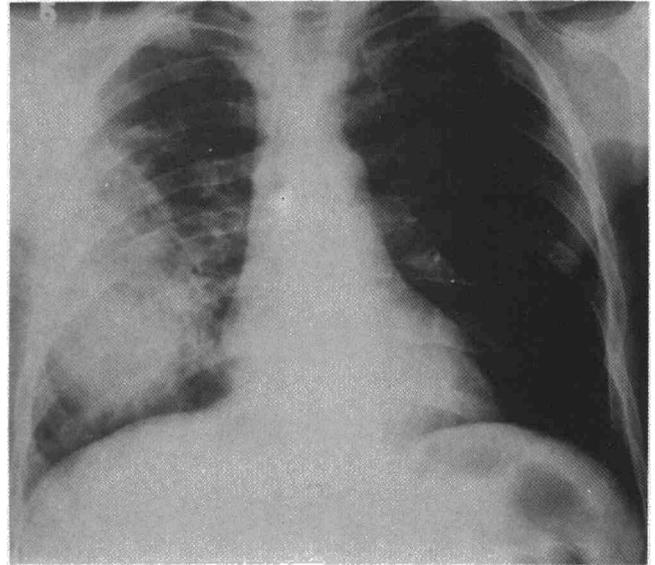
Caso 2. Radiografía P-A de tórax del día del ingreso.
